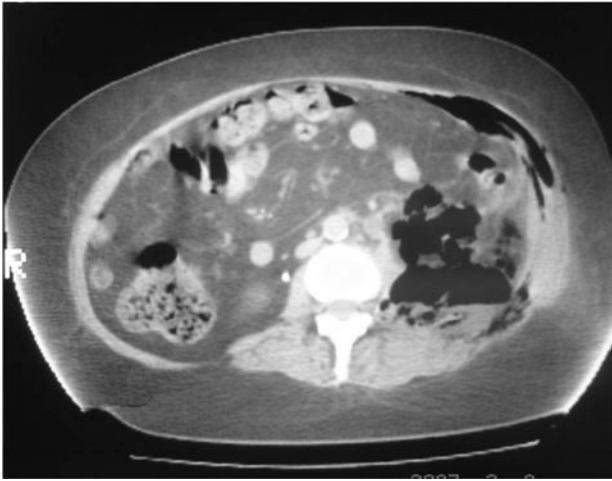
La tomografía computada evidencia aire en la fosa renal, espacio pararenal y pared abdominal.
